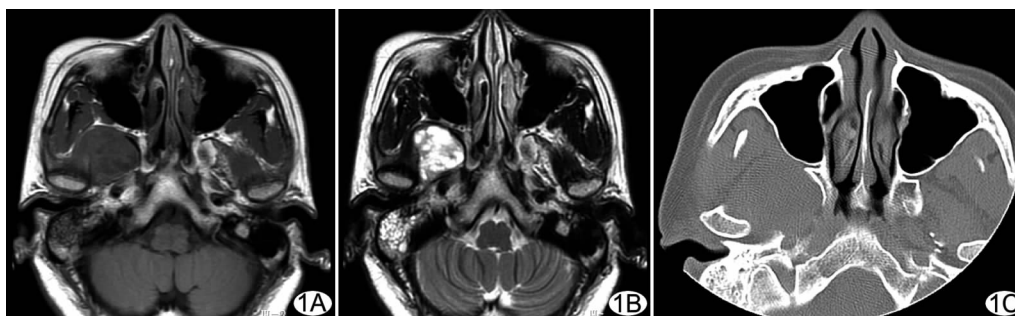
右侧 MS 原发神经鞘瘤 A. 轴位平扫 T1WI 显示右侧翼下颌间隙肿块呈类圆形, 边界清楚, 翼内肌、翼外肌及上颌窦后脂肪间隙受压; B. 轴位平扫 T2WI 显示肿瘤信号较高且不均匀; C. 轴位 CT 骨窗显示肿瘤内侧的翼突受压变形
